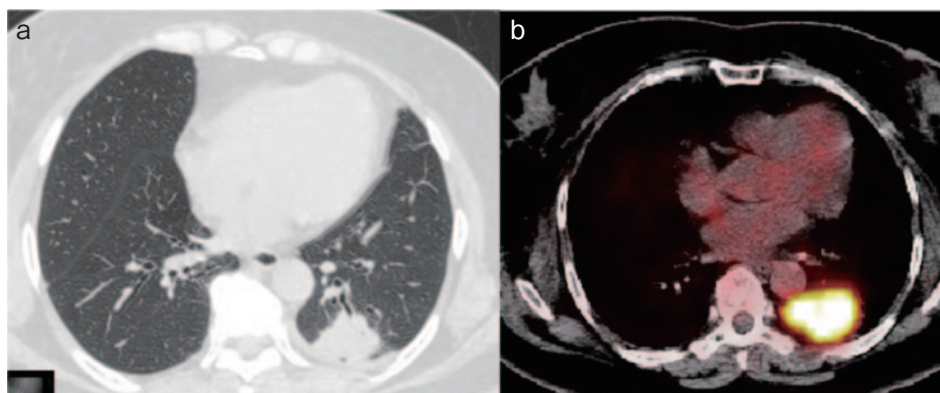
画像所見 (20XX年10月). (a) 胸部CT. 左下葉背側に最大径40mmの辺縁不整な腫瘤を認める. 腫瘤に接する胸膜の軽度肥厚, 少量の胸水を認める. (b) FDG-PET/CT. 左下葉背側の腫瘤にFDGの異常集積を認める. SUVmax 9.26.
